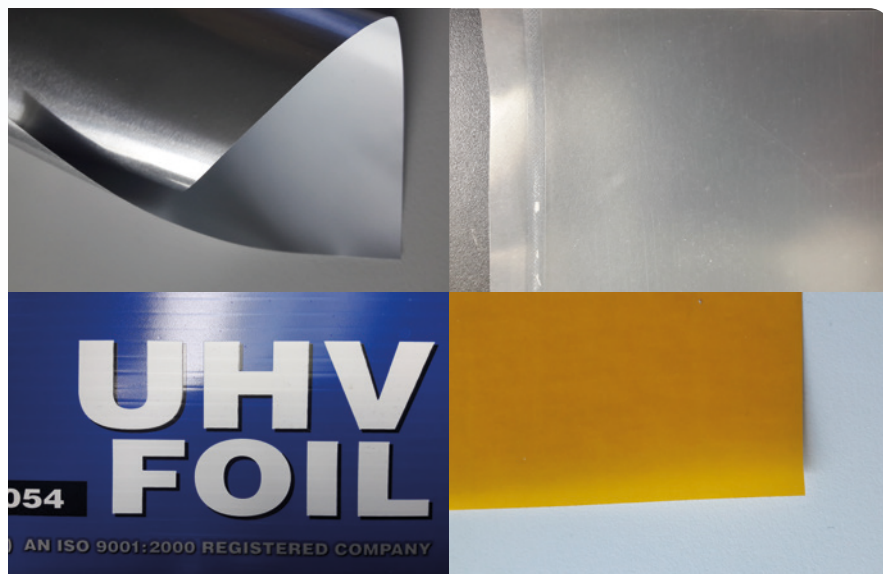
Oben: PUMA-Folie (links glänzende Seite mit PET beschichtetes Aluminium, weiße Seite: HDPE); rechts ProTeclen-Folie. Unten: links UHV-Folie (Verpackung); rechts Kapton-Klebeband (Quelle aller Abbildungen: Fraunhofer IPA).
